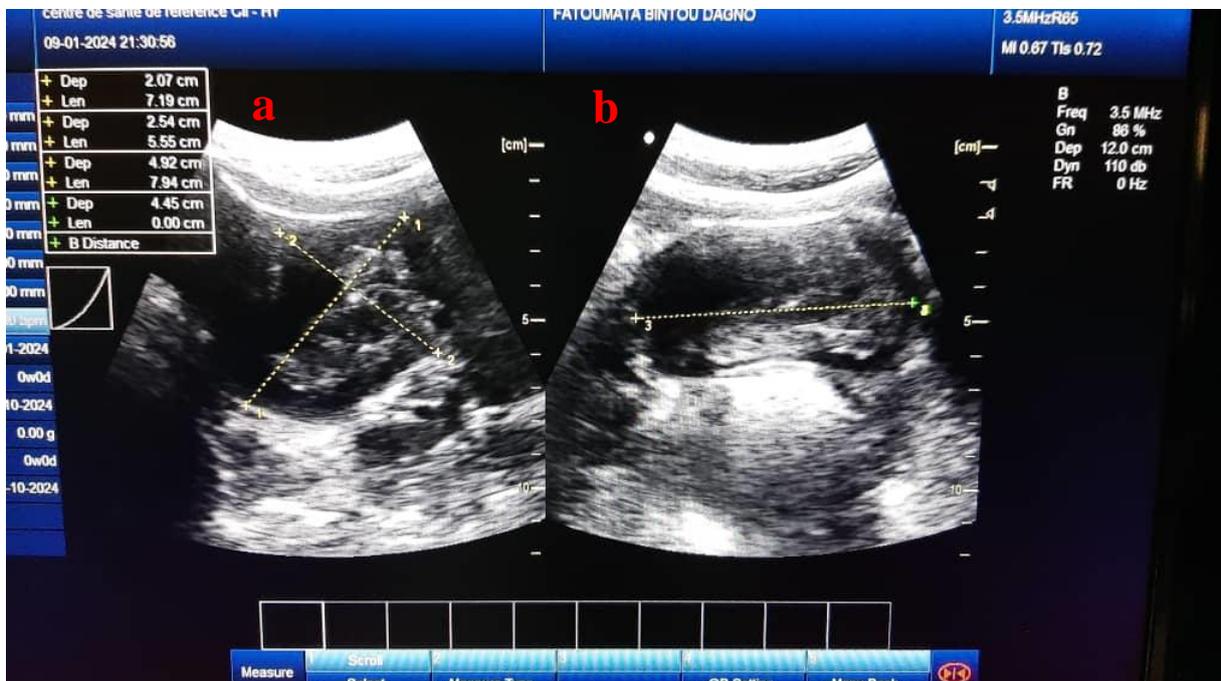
a : coupe sagittale échographique sus-pubienne avec mensuration de la rétention intra vaginale. b : coupe transversale échographie sus-pubienne montrant l'utérus.
